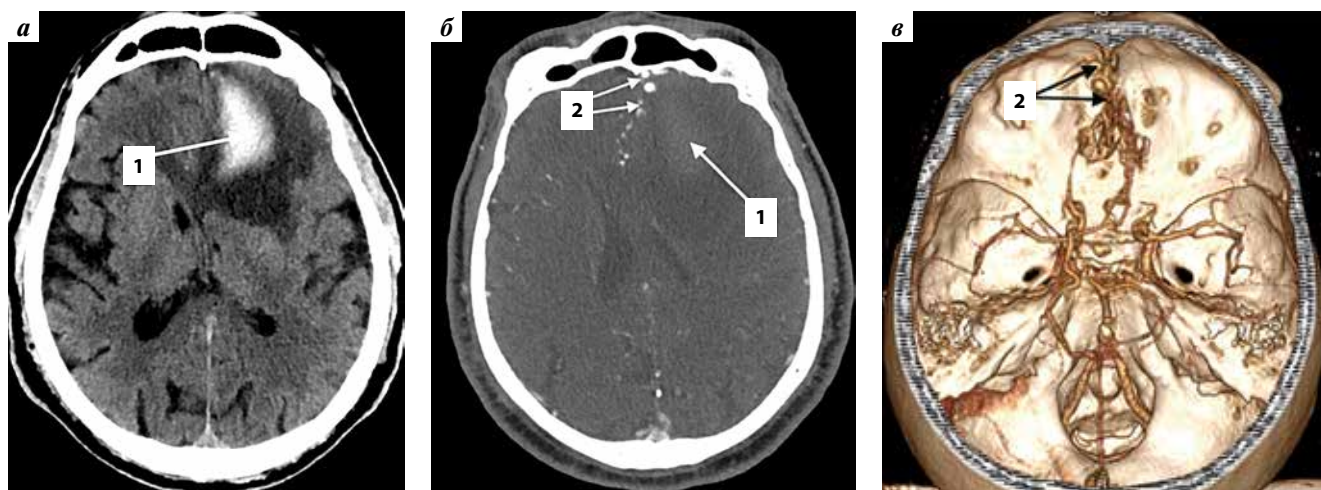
Компьютерная томография (КТ) головного мозга и КТ-ангиография интракраниальных артерий головного мозга пациента К., 64 лет: а – КТ головного мозга, аксиальная проекция; б – мультипланарная реконструкция (MPR-режим); в – реконструкция оптененных поверхностей (SSD-режим). 1 – подострая внутримозговая гематома левой лобной доли; 2 – этмоидальная дуральная артериовенозная фистула
